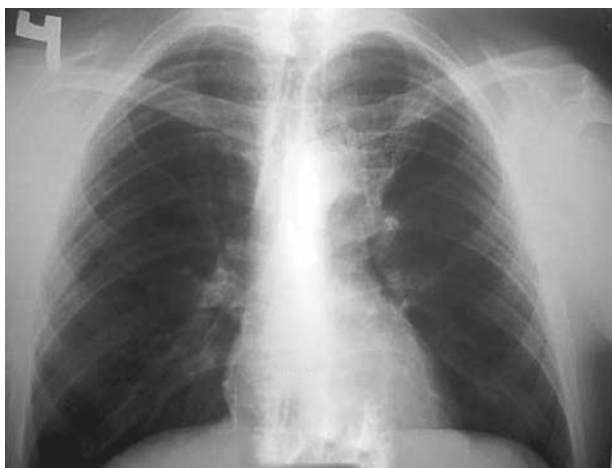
Обзорная рентгенография ОГК (18.03.2014 г.)
